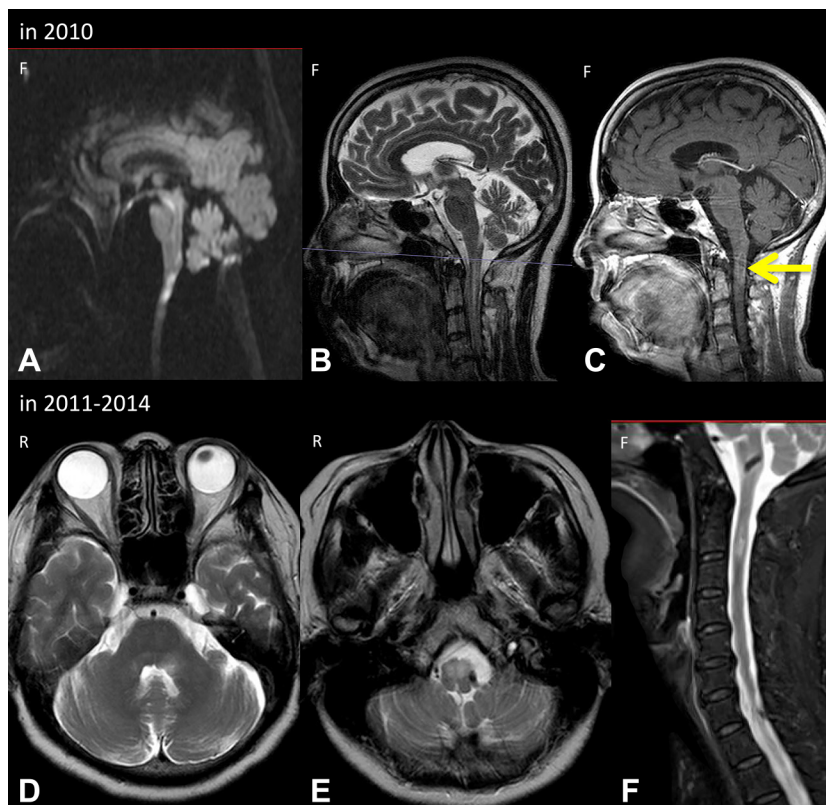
MRI scans of the brain and spinal cord taken over the course of four years (2010–2014).
